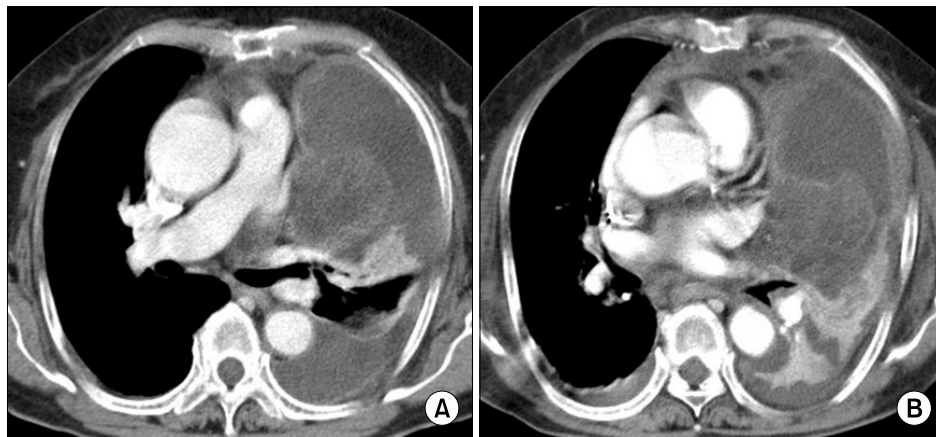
Chest computed tomography (CT) on admission (A) shows large amount of multiloculated left pleural effusion with atelectatic change of left lung. A lobulated soft tissue density lesion within mediastinal pleural effusion and diffuse pleural thickening are seen. Chest CT after 6 months (B) shows no interval change of multiloculated left pleural effusion with internal soft tissue density lesion, and pleural thickening. Note newly developed pericardial and right pleural effusion.
